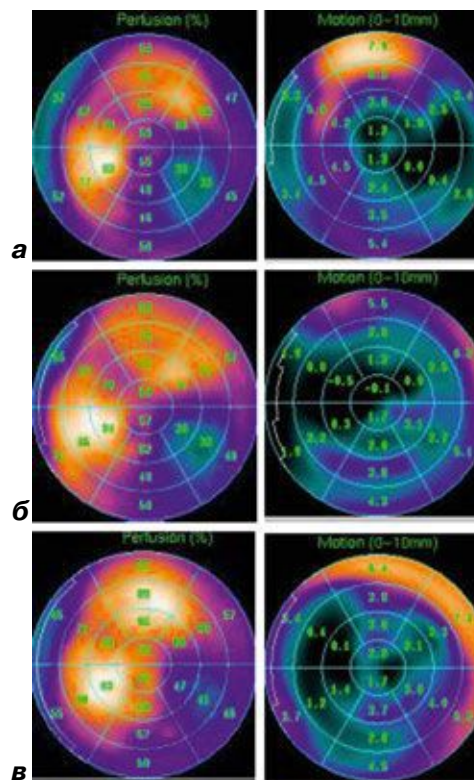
Пациент с исходно выраженным дефектом перфузии по нижнебоковой и частично боковой стенкам ЛЖ.
